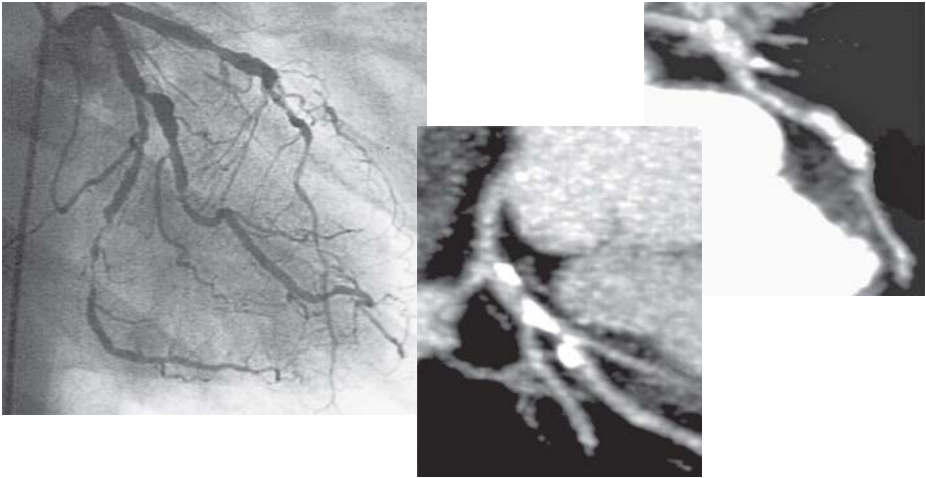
Darstellung einer koronaren 3-Gefäßerkrankung durch eine Koronarangiographie und durch eine kardiale CT-Angiographie (CTA). Auch hier zeigt die CTA erst das Ausmaß der Grunderkrankung
